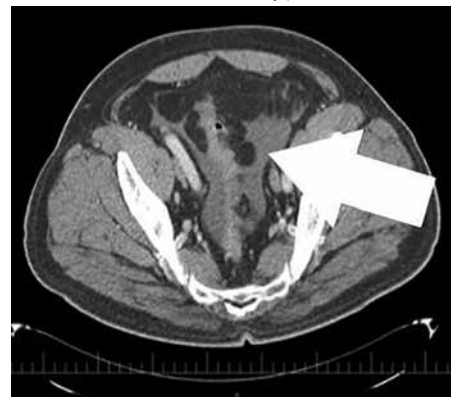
Axiálny CT sken, šípka ukazuje na pravdepodobnú zónu perforácie divertikula v oblasti proximálneho colon transversum so zápalovo zmeneným tukovým tkanivom a voľným vzduchom v okolí
